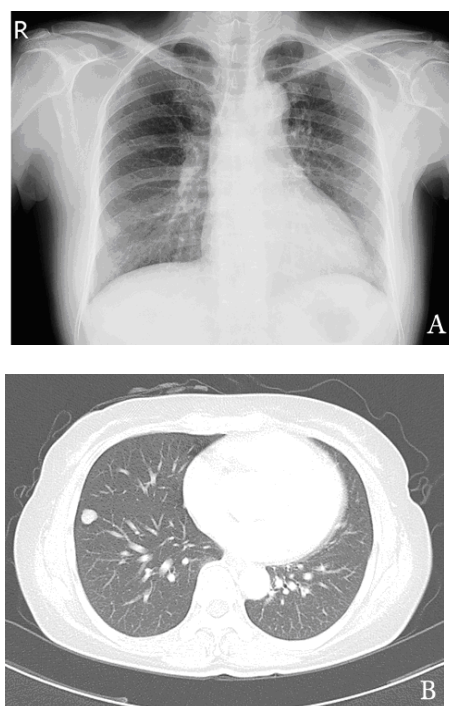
Preoperative chest PA shows well-defined nodular opacity in right lower lobe.(A) Chest CT reveals about 1.1×1cm sized and well defined nodule in anterobasal segment of RLL abutting to minor fissure.
